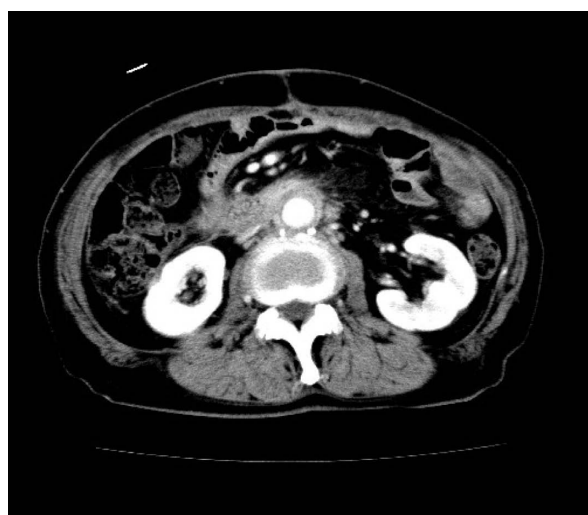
CT scan on re-admission showed no pseudoaneurysm and no leakage of contrast agents at the level of the anastomosis of the graft.
